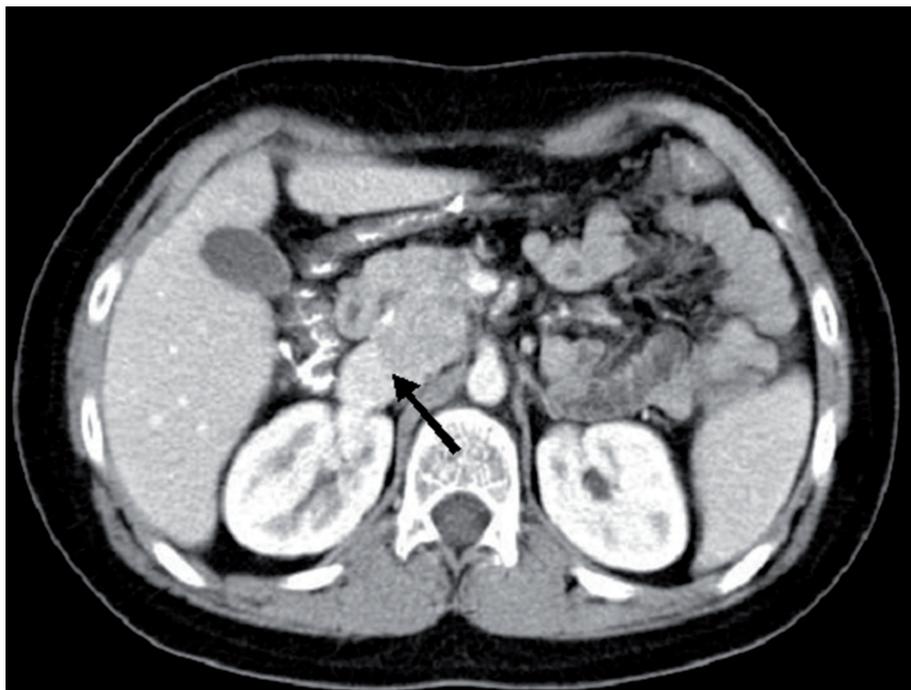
Imagen de paraganglioma en TC abdominal.
